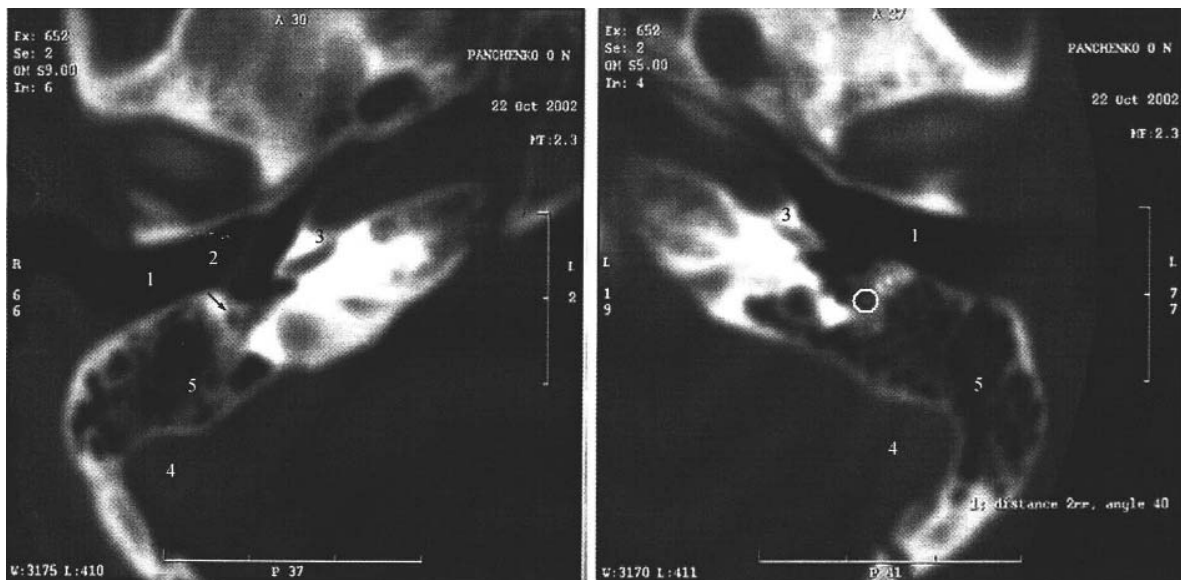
КТ-знімки скроневих кісток хворої П. в аксіальній площині на рівні основи завитки. Стрілкою (справа) і кільцем (зліва) позначено канал лицевого нерва в соскоподібній частині
